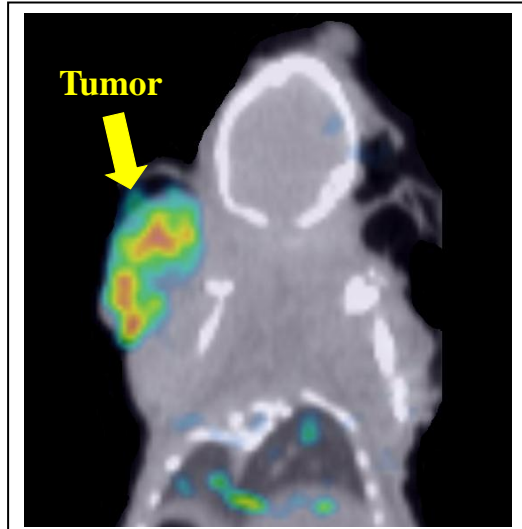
I-125-PYK によるがんの SPECT イメージング
